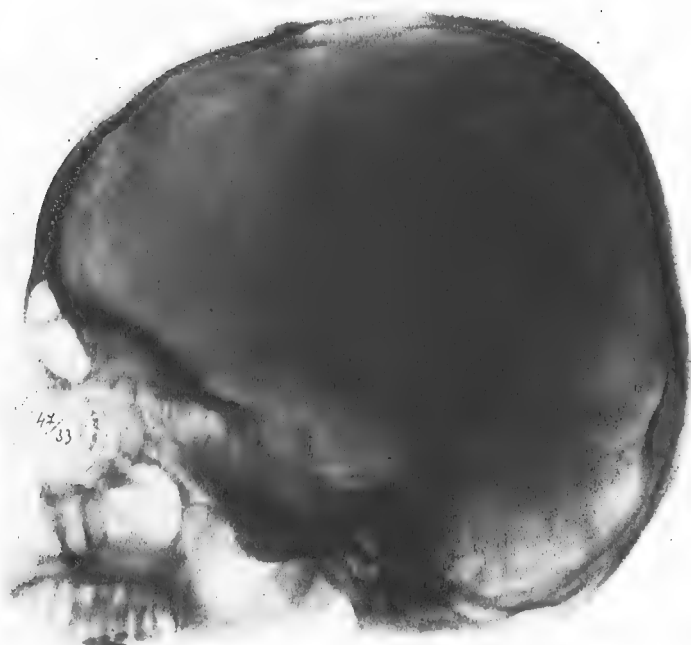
Radiographie du crâne avant l'injection du thorium colloïdal.
